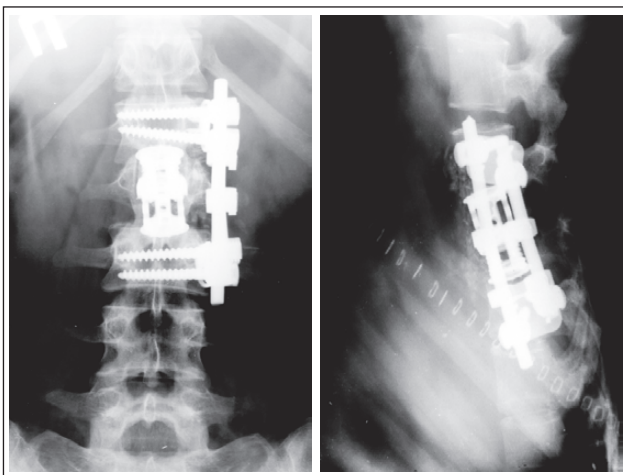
Фотовідбиток із рентгенограм пацієнтки К., операція (I етап) — тотальна корпоректомія L₂-хребця, передній міжтіловий спондилодез із використанням телескопічного кейджа і передньої конструкції фірми Stryker
